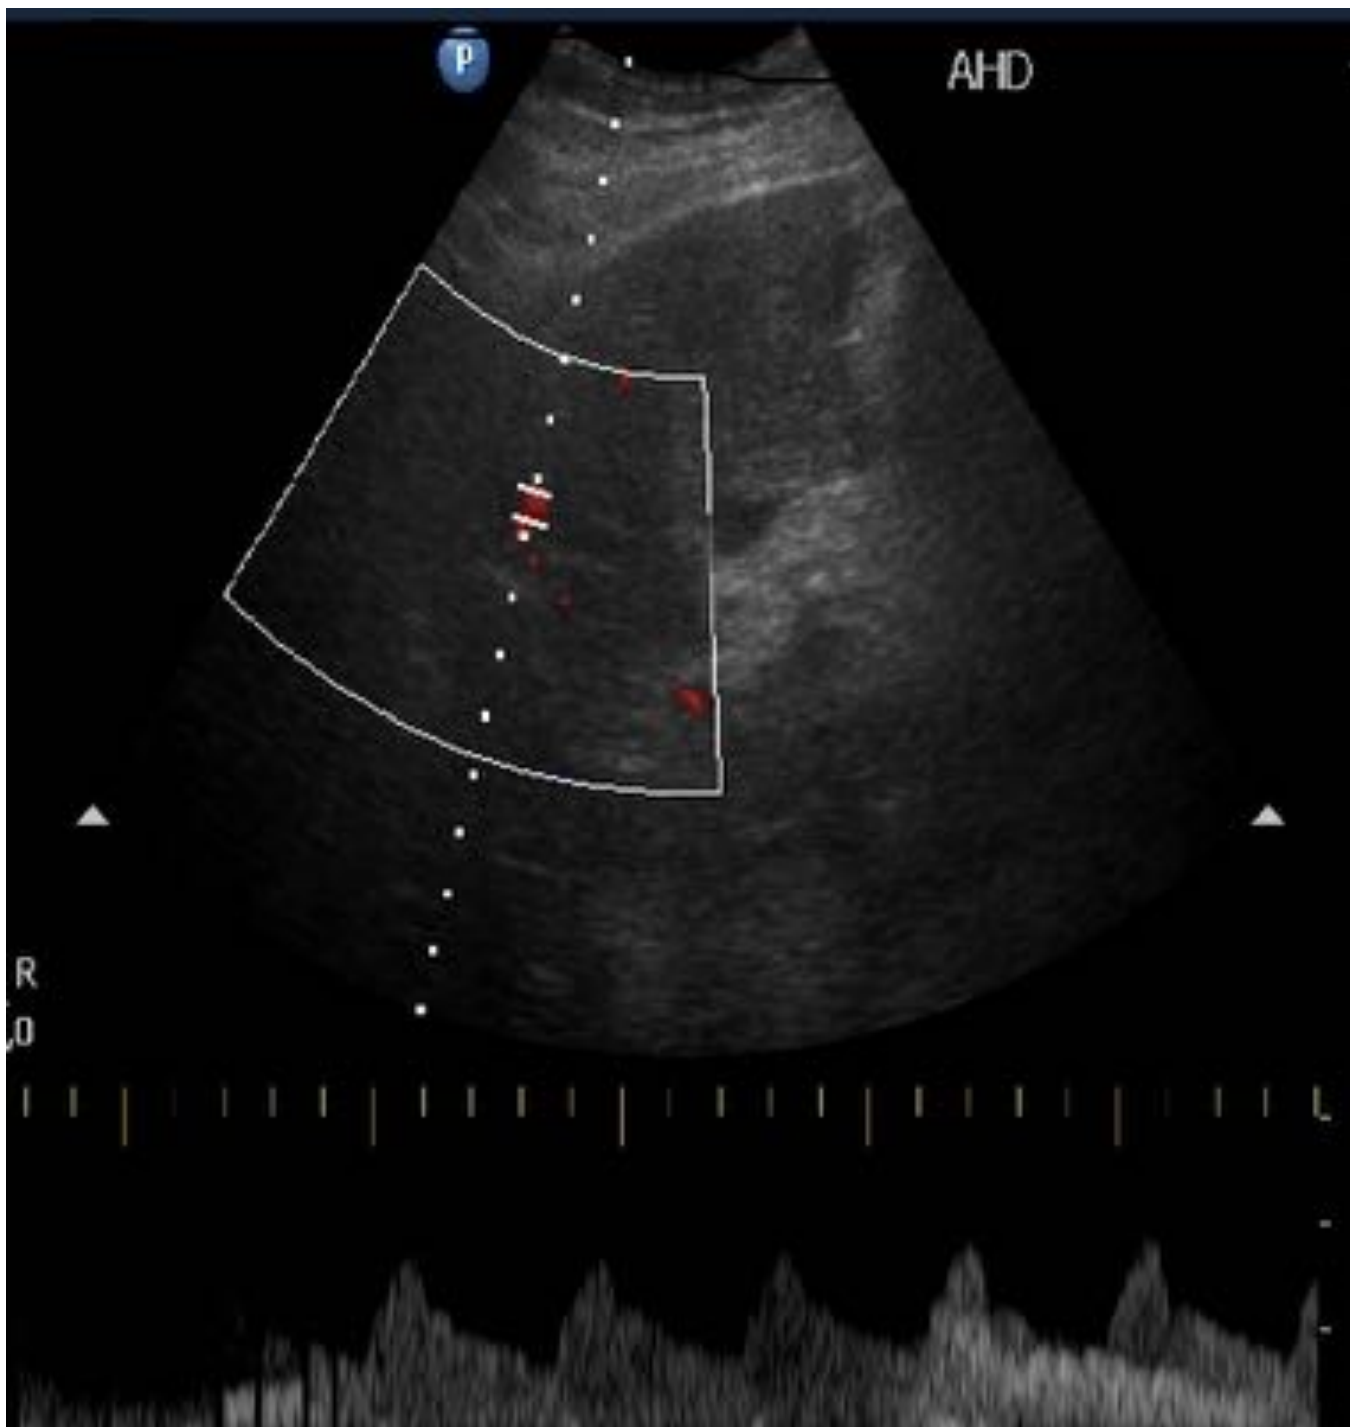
Fig. 5. Registro de onda Doppler de la arteria hepática derecha, normal.
